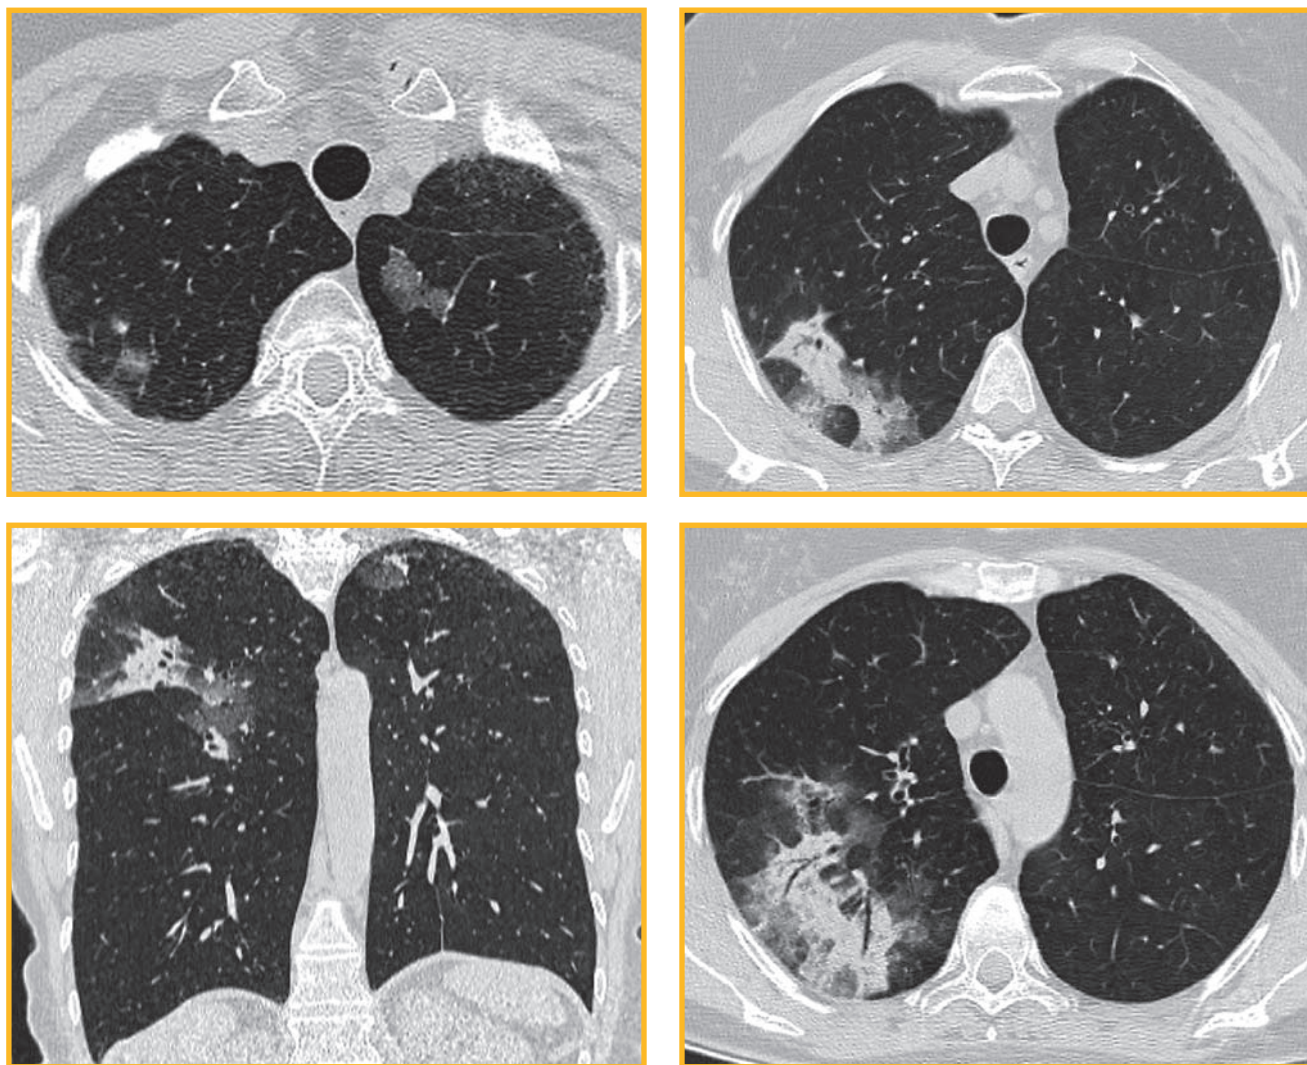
Компьютерно-томографические сканы легких пациентки К. через 3 нед. после возобновления приема тамоксифена
